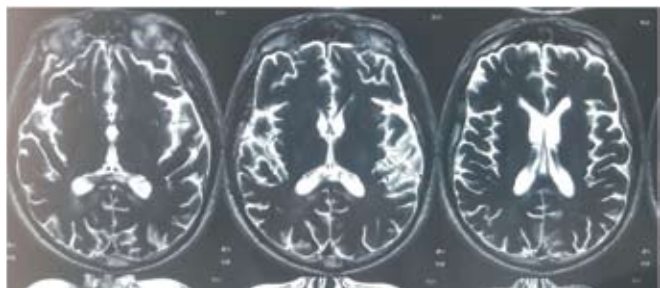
МРТ картина после лечения
